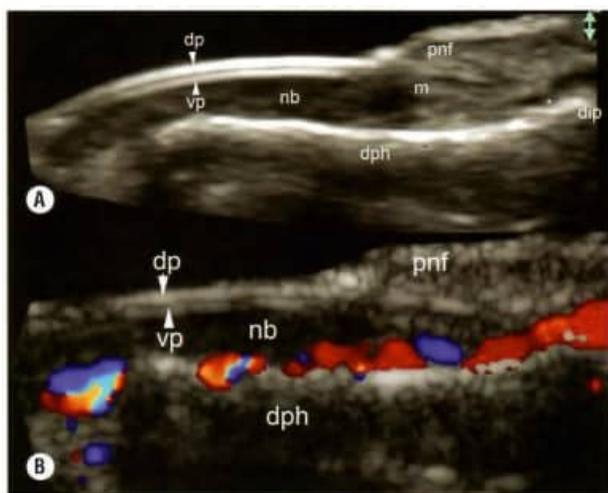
A. Anatomia ultrassonográfica da unha (vista longitudinal). B. Cor normal do ecodoppler da unha (vista longitudinal) mostra o fluxo do sangue dentro do leito ungueal (em cores). Abreviações: nb, leito ungueal; m, matriz ungueal; pnf, prega proximal; dp, placa dorsal; vp, placa ventral; dph, falange distal; dip, articulação interfalângiana distal.
